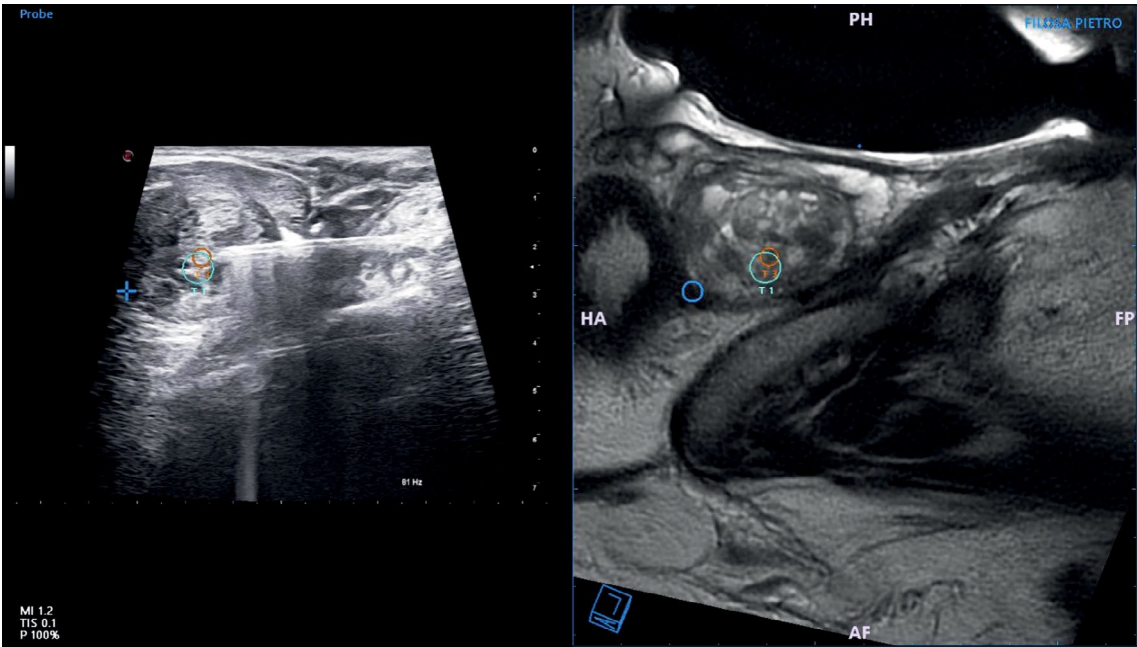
通过数字叠加的方法，将磁共振图像与经直肠超声图像实时匹配，从而将放射科医生预先绘制的目标分配给超声机。通过重叠图像可以重建前列腺组织，然后在重建的模型上定位和追踪活检部位。
